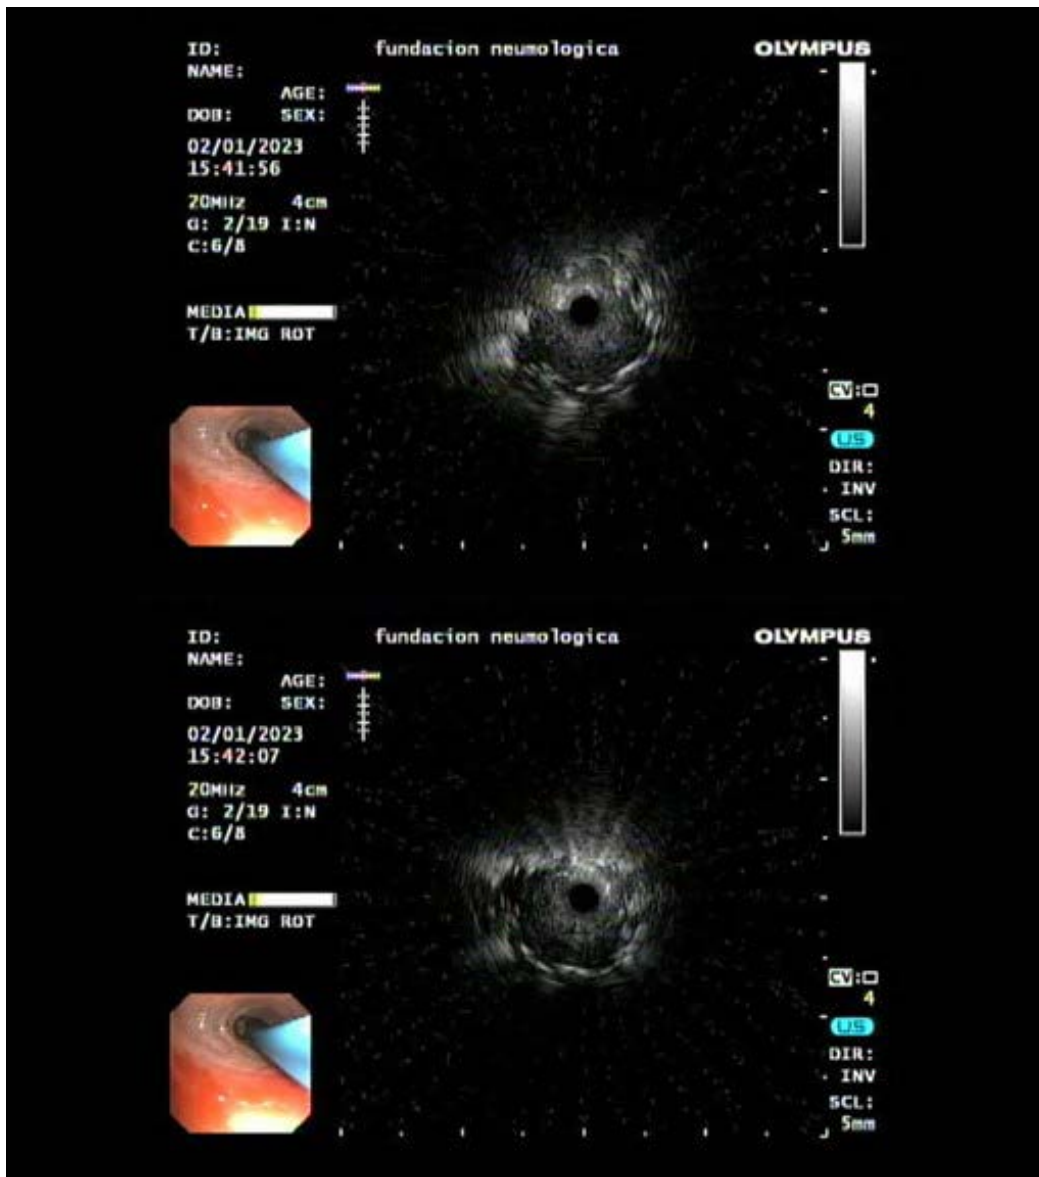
El ultrasonido endoscópico bronquial (EBUS) con imágenes típicas de ultrasonido de tumor sólido maligno con bordes definidos, con ausencia de broncograma
